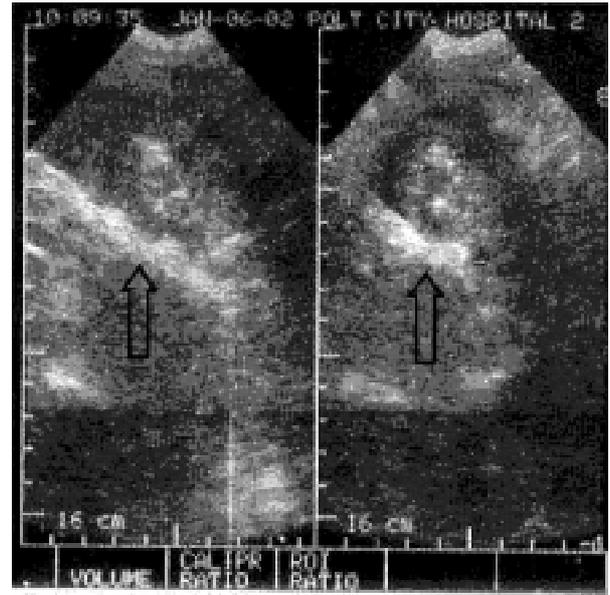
Хворий Ш., 65 р., рак селезінкового кута товстої кишки: а, б — оглядова та прицільна ірригограми (передньозадня проєкція), нерівномірне звуження просвіту селезінкового кута товстої кишки за рахунок наявності новоутвору, зовнішній контур якого чітко не диференціюється; в, г — поздовжня та поперечна ехотомограми селезінкового кута товстої кишки, асиметричний симптом УПО, чіткість зовнішніх контурів свідчить про відсутність проростання в суміжні органи та тканини
